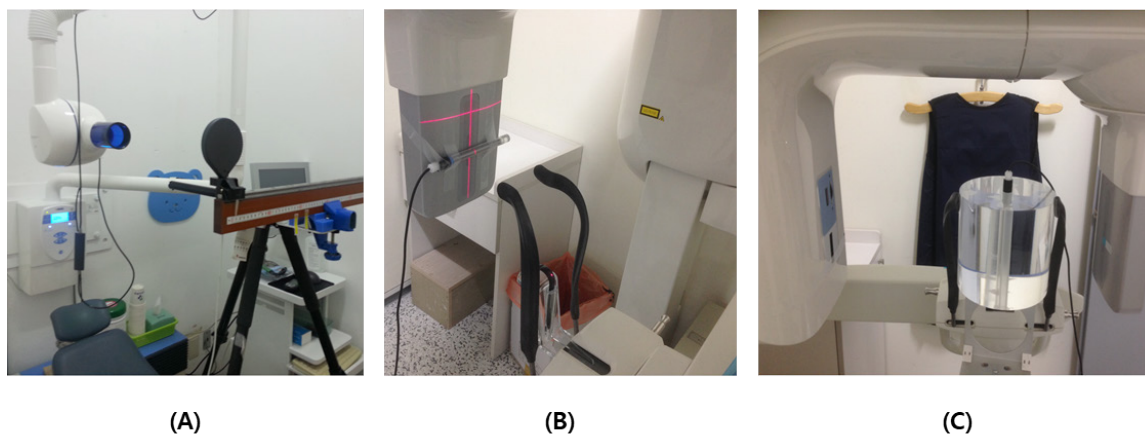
Measurements of (A) Entrance air kerma (EAK) for Intra-oral, (B) dose-width product (DWP) for Panorama, (C) Computed Tomography Dose Index (CTDI) for Cone beam CT (CBCT)
